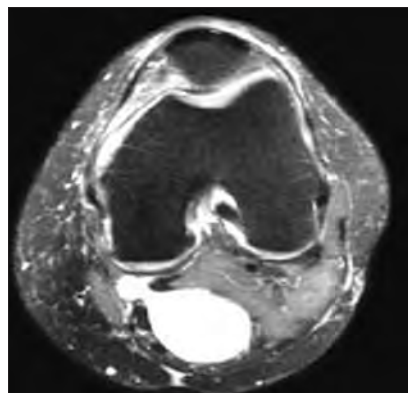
МРТ левого коленного сустава больной Г., 53 лет, аксиальная плоскость. Субхондральные дегенеративные изменения надколенника. Синовит. Типичная киста Бейкера с соустьем, сообщающимся с полостью сустава
